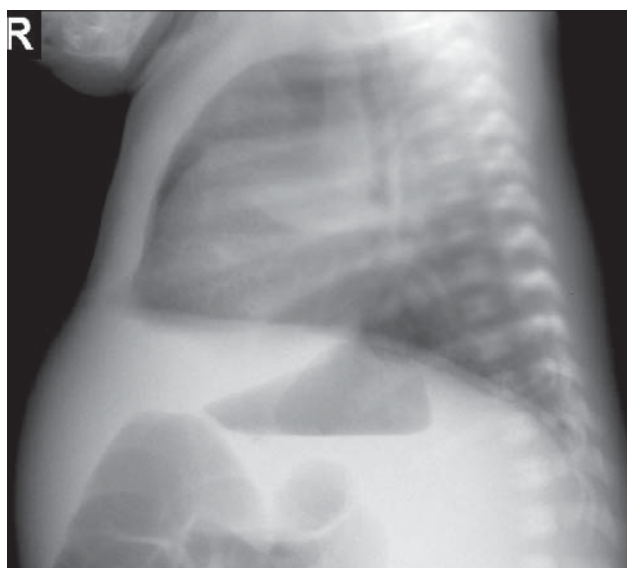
Diafragmă Radiografie toracică în incidența LL. Un an. Unghiul costodiafragmatic anterior este obtuz.
